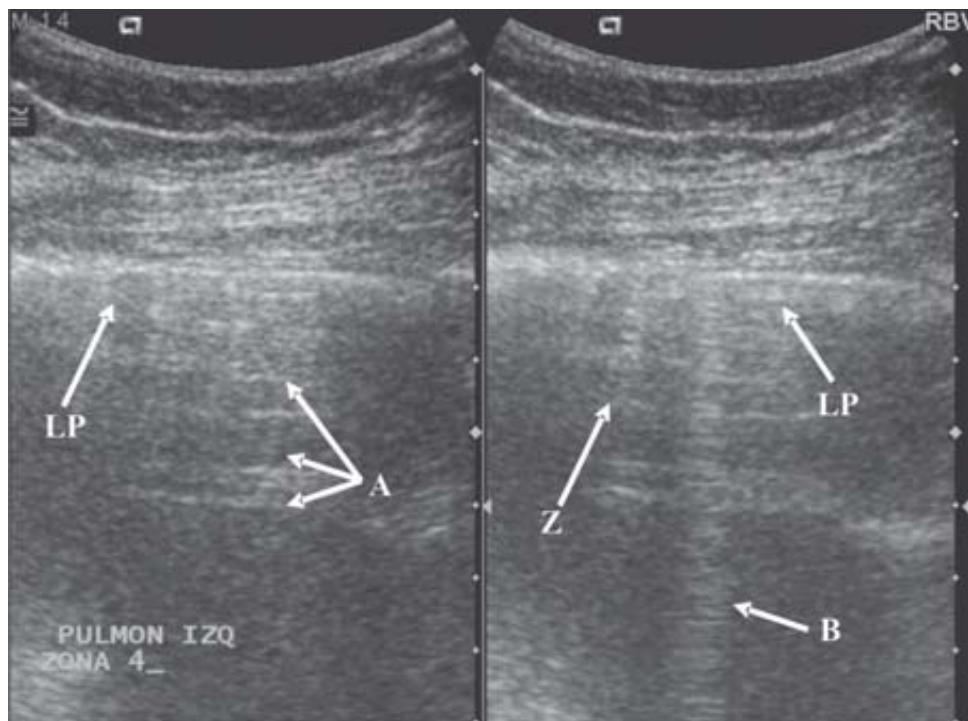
Ultrasonido pulmonar en donde se observa: Línea pleural (LP), línea A (A), línea Z (Z), línea B (B).
